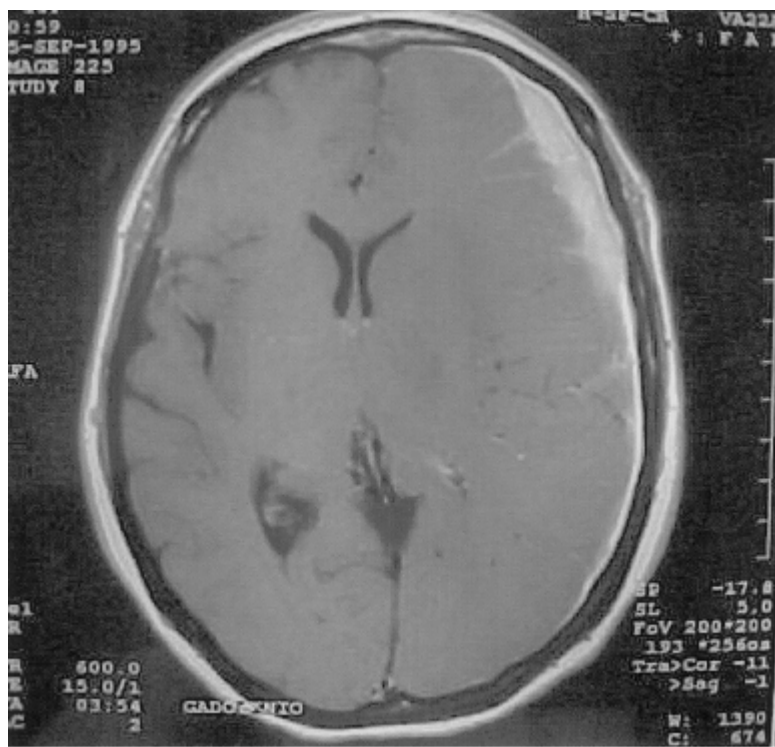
IRM cérébrale montrant un HSDC fronto-temporal gauche chez une jeune femme de 38ans 1 mois après un traumatisme crânien .[255]
